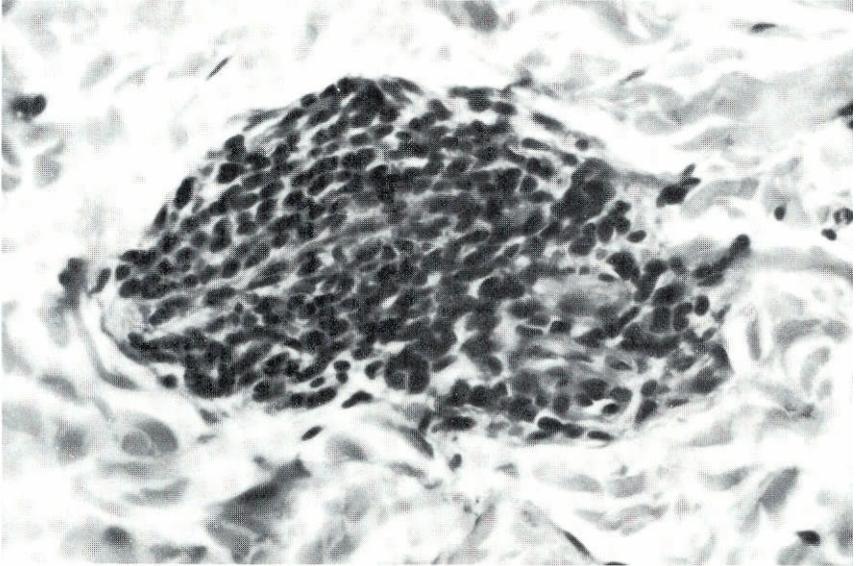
Leitura clínica RM(—). Infiltrado linfohistiocitário perivascular (infiltrado inflamatório não granulomatoso) B(—) Classe I(\pm). Resultado sugestivo de positivo de grau fraco.
